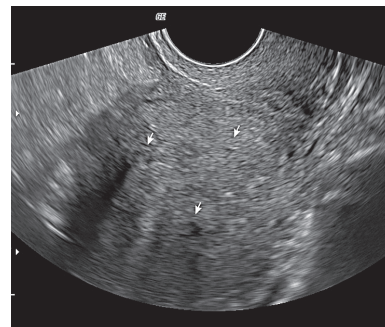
Эхографическая картина аденомиоза (стрелками обозначены гетеротопии). УЗИ
